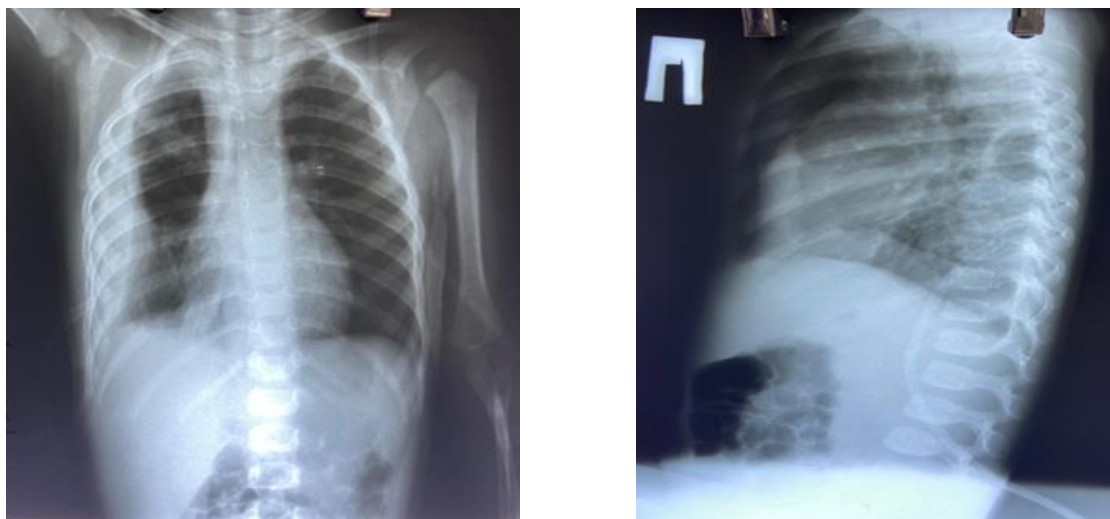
Chest X-ray in two planes (September 16, 2021).
